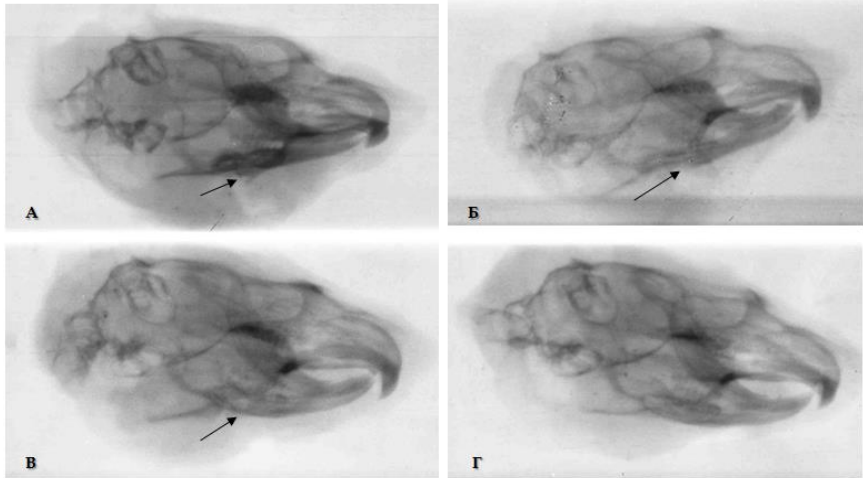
Рентгенограма нижньої щелепи щурів із травматичним переломом, ускладненим нагноєнням кісткової рани, після 10-ти денного промивання НЧ металів: А – AuNP; Б – AgNP, В – Ag/AuNP, порівняно з Г – нативним контролем. Ділянки перелому відзначені стрілками.
